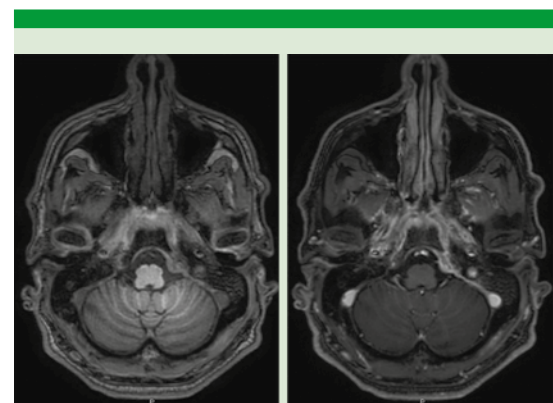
Resonancia magnética en cortes axiales, ponderadas en secuencias de T1 y T1 +C, se observa realce del clivus tras la administración de material de contraste y leptomeníngeo en la fosa posterior.
